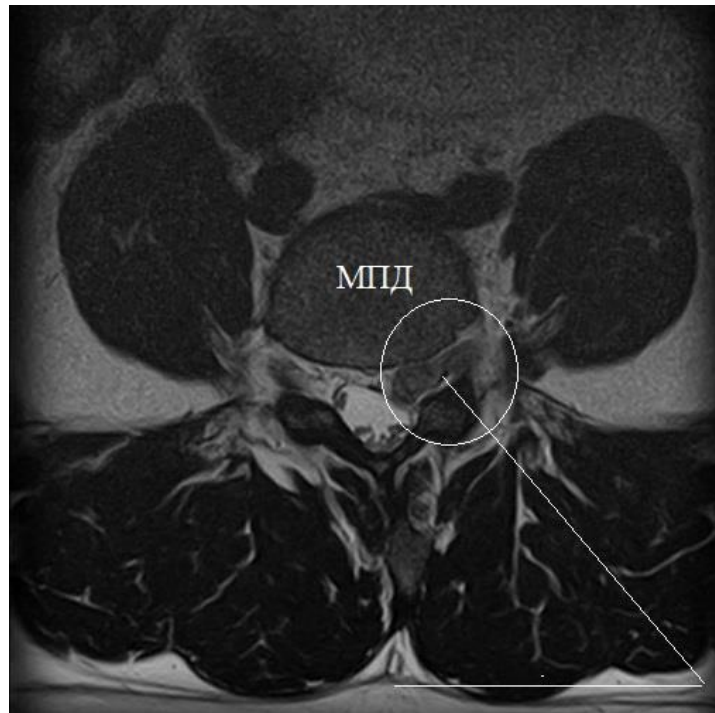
МРТ-планирование хирургического вмешательства – ТЭД
